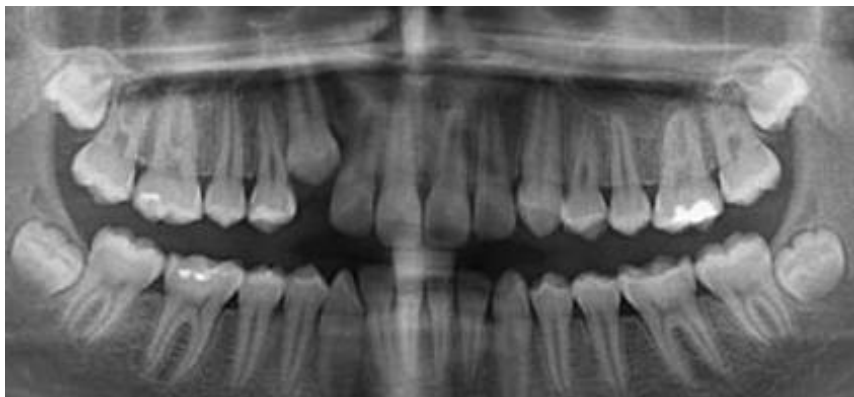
The panoramic dental x-ray image
